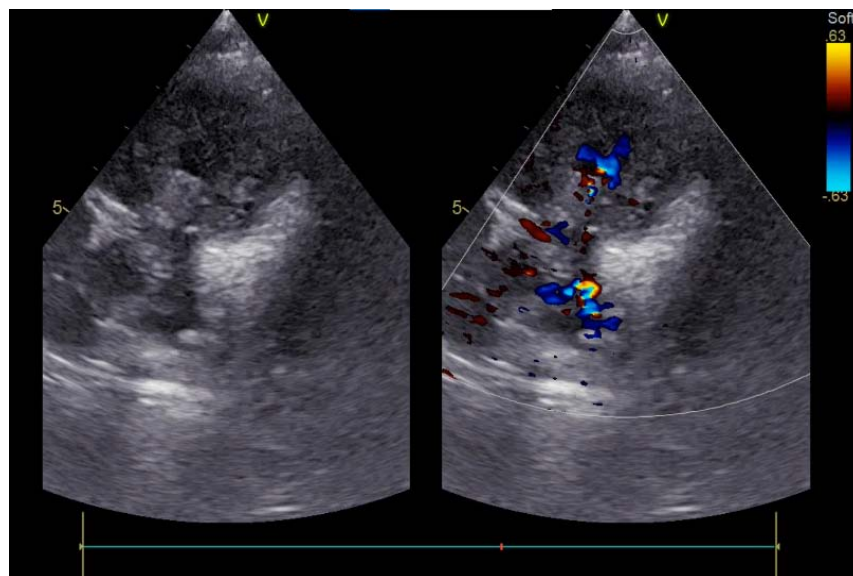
Image échographique de CIA large de 15mm
